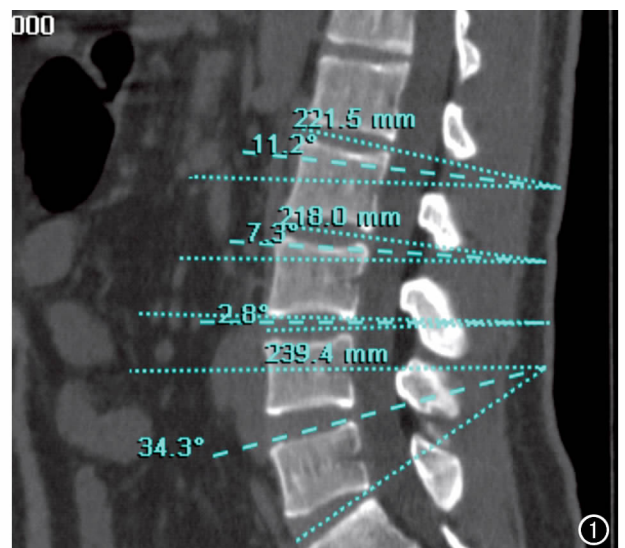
正中矢状面 CT 显示椎间盘与水平面倾斜夹角测量法:相应椎间盘前缘中点至后缘中点连线与水平面的夹角,沿矢状线方向(从上到下方向)的夹角记为正向角度,背离矢状线方向记为负向角度。
